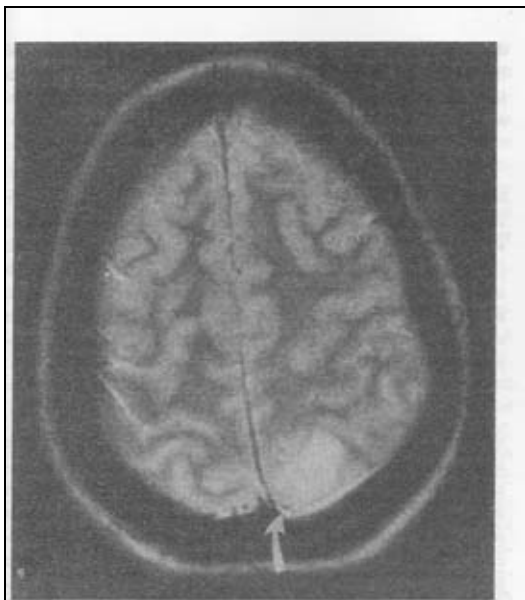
Resonancia magnética en una mujer de 22 años de edad con eclampsia, que presentó ceguera cortical durante 96 h. Se observa una lesión con señal alta (*flecha*) en el lóbulo occipital izquierdo. (Tomado de Cunningham et al., 1995, con autorización.)
